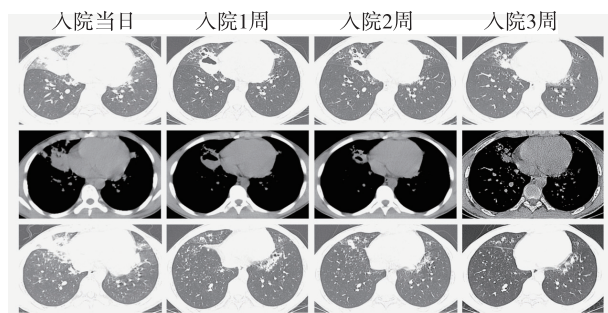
患者吸入柴油及治疗后胸部 CT 动态变化
